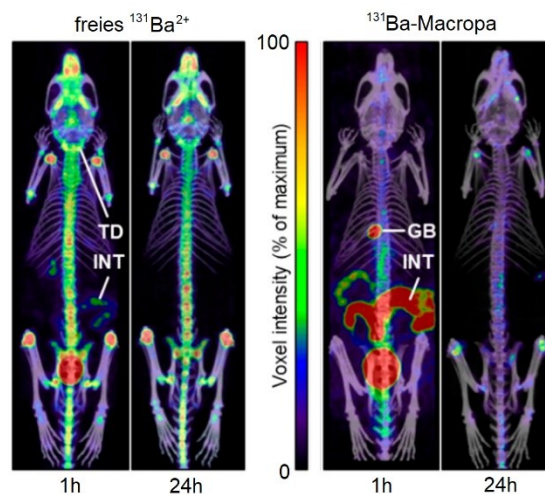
Verteilung von ungebundenem Ba²⁺ und Ba-Macropa (je 1 Stunde und 24 Stunden nach intravenöser Injektion) in Mäusen unter Ausnutzung des Photopeak-Fensters bei 124 keV (SPECT/CT-Aufnahme) [7]. Die peripheren Artefakte wurden herausgerechnet.
